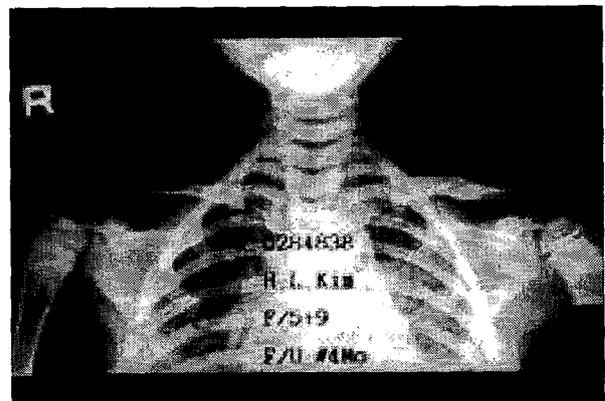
Anteroposterior view of follow-up radiographic picture of case 1 at 4 months after injury shows complete bony union and reduced coracoclavicular interval and acromioclavicular joint.
